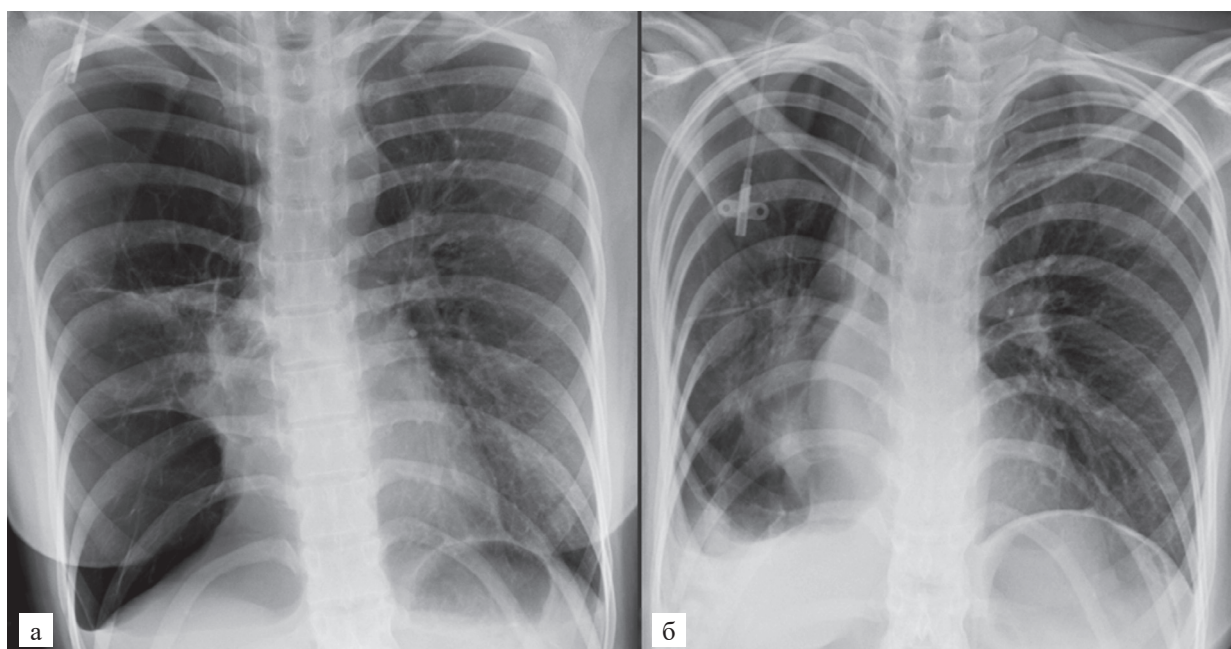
Контрольная рентгенография после выполнения бронхоблокации верхнедолевого и промежуточного бронхов справа: а – через 3 дня; б – через 2 недели
